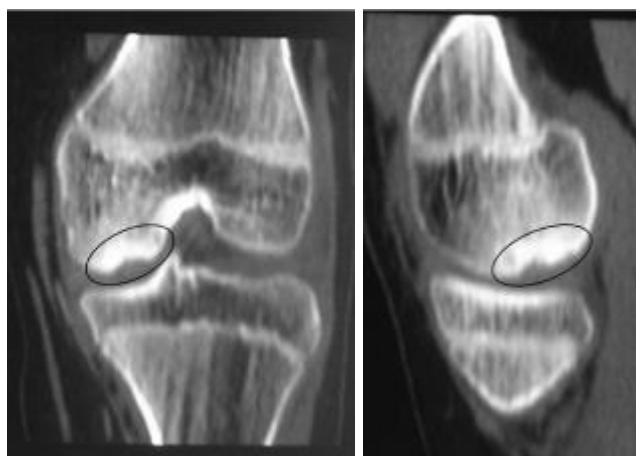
Б-ая Б., 11 лет. КТ до операции.
